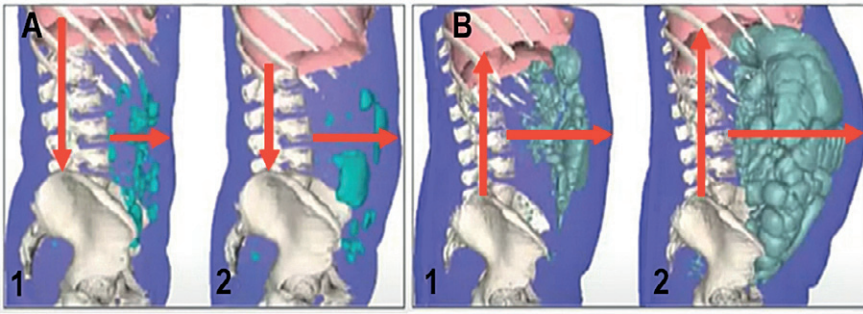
Результати комп'ютерної томографії органів черевної порожнини у пацієнта з функціональним здуттям (А) та порушенням моторної функції кишечника (В) [4]: А: 1 — базальний рівень газів у тонкій кишці; 2 — той самий пацієнт у момент епізоду здуття, внутрішньопросвітний об'єм газу збільшився лише на 22 мл³, розтягування (об'єктивне збільшення живота) незначне; В: 1 — базальне помірне здуття з дискретним збільшенням об'єму внутрішньопросвітного газу; 2 — той самий пацієнт у момент епізоду здуття, об'єктивне збільшення об'єму живота пропорційно збільшенню об'єму внутрішньопросвітного газу з компенсаторним підняттям діафрагми
